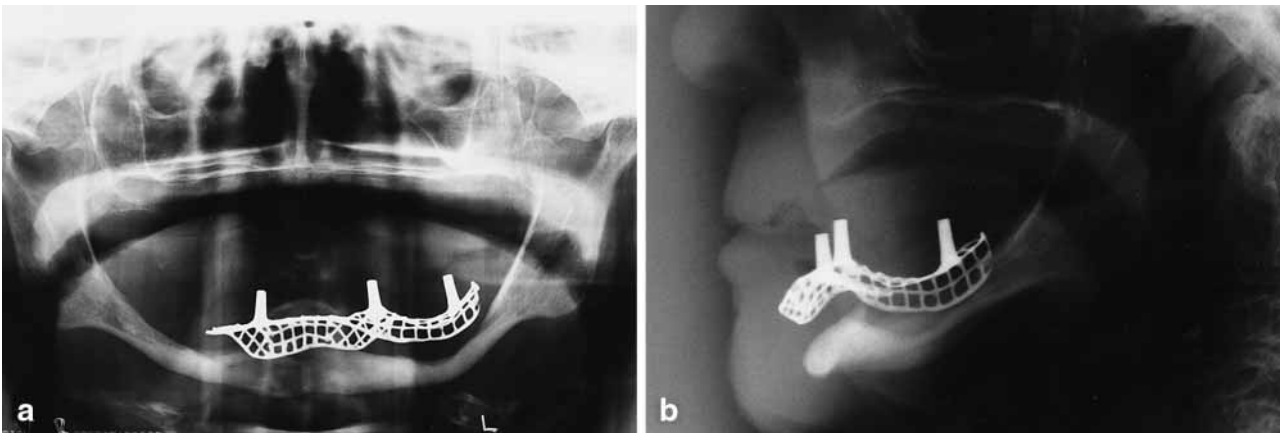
Radiografías 41 años después de la colocación del implante que demuestran una tremenda reabsorción ósea (ayb). Tenga en cuenta la reabsorción labial pronunciada.
